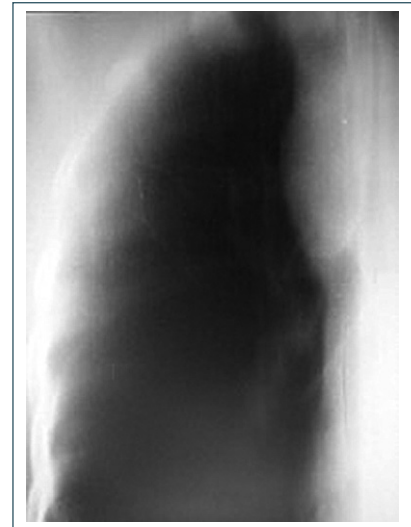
Прицельная томограмма органов грудной клетки через корни легких (клинический случай № 4)
